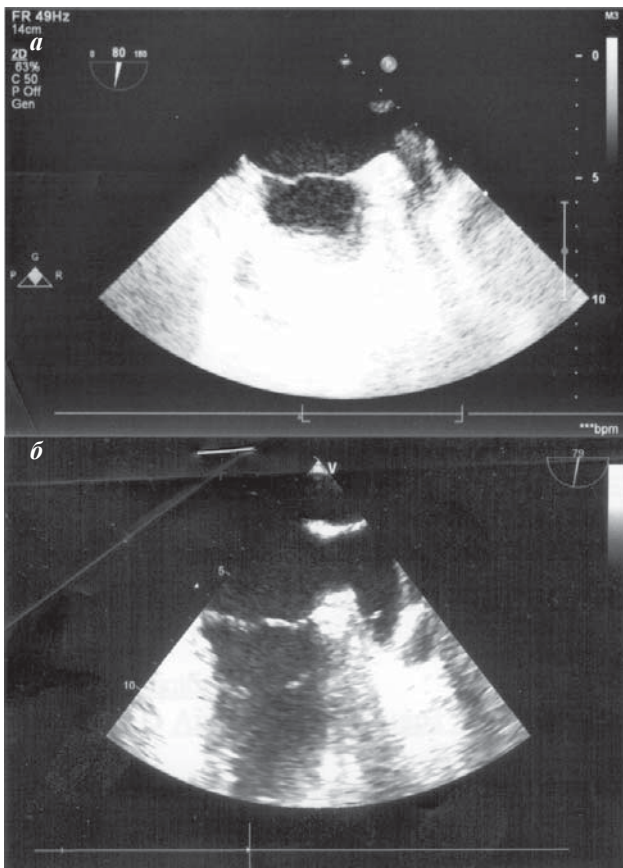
Чреспищеводное эхокардиографическое исследование пациентки А., среднепищеводная двухкамерная проекция: а - исследование на фоне приема ривароксабана (в ушке ЛП определяется неоднородной эхогенности тромб, частично пролабирующий в ЛП), б - повторное исследование на фоне приема дабигатрана (признаков тромбоза ушка ЛП не выявлено).
